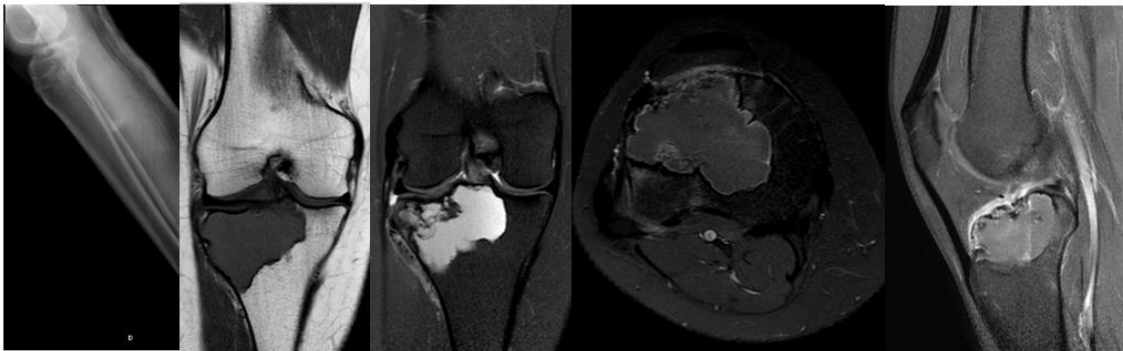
Cisto ósseo aneurismático: Fem, 33 anos, tíbia proximal, classificação IA (radiografia e ressonância), $\geq 2/3$ preenchido de nível líquido, pequeno traço de fratura no planalto tibial. Pontuação 3.
